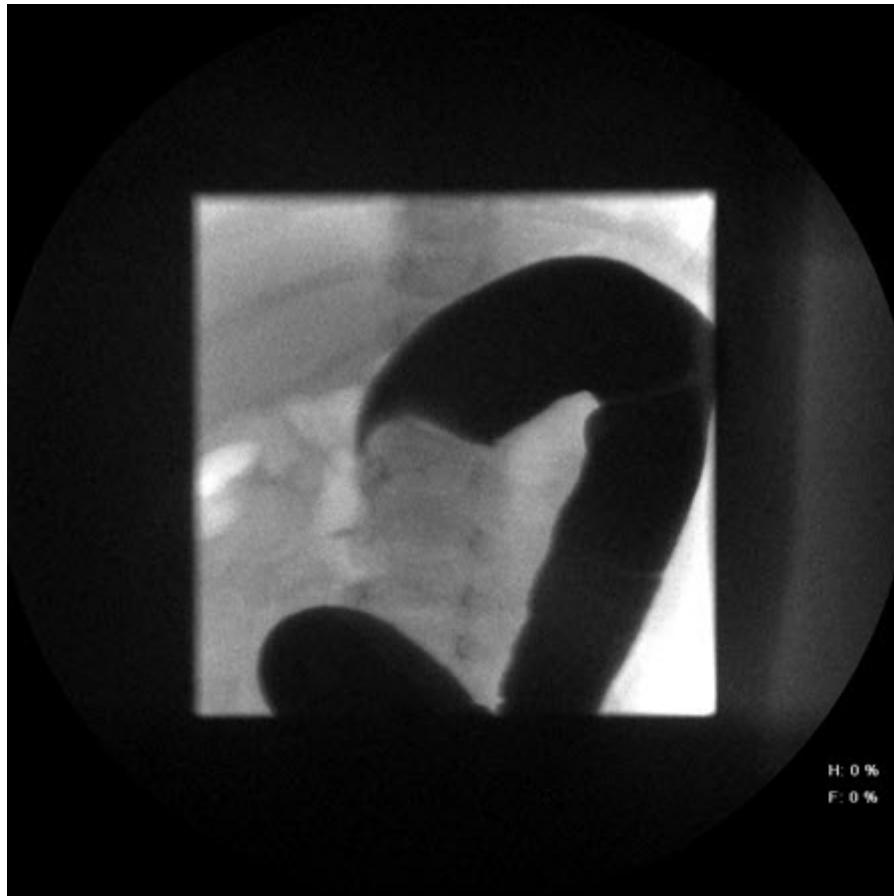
Intussuscepção: local de intussuscepção conforme revelado pela radiografia abdominal, que mostra o menisco
